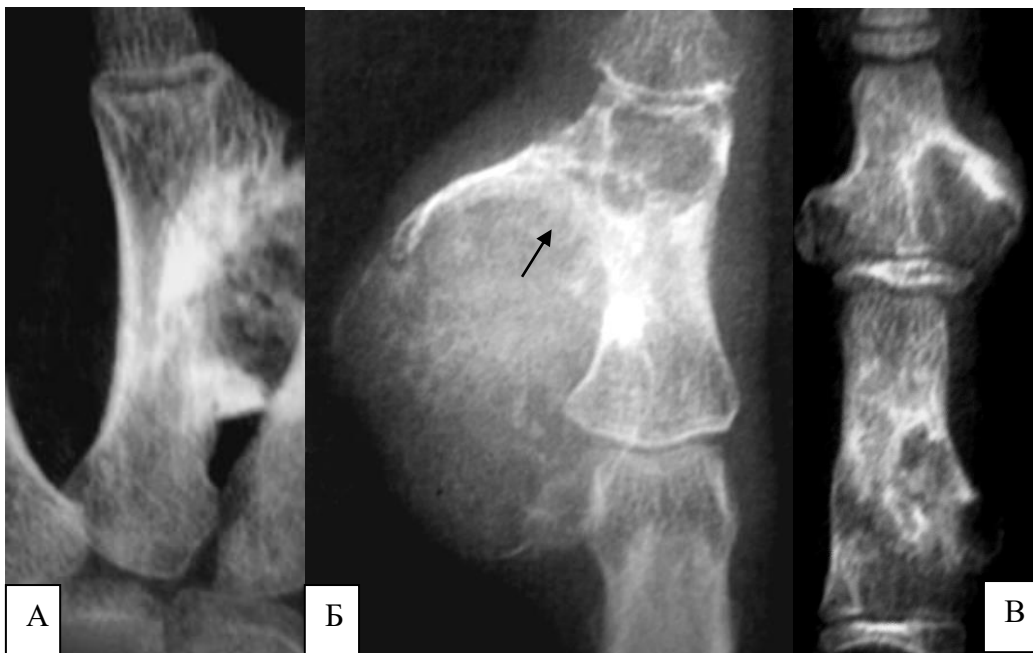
Рентгенограми в прямій проекції різних пацієнтів. Періостальні – хондрома та хондросаркома – на відміну від доброякісного процесу (А) при саркомі (Б) є дрібно вогнищева деструкція кортикального шару (стрілка), відшарування та звапняння окістя з більшим м'якотканинним компонентом, що містить дрібні вапняні включення. Для порівняння наведене спостереження з хондроматозом фаланг – В (за Kransdor M.J. і Vaert. L.A).
